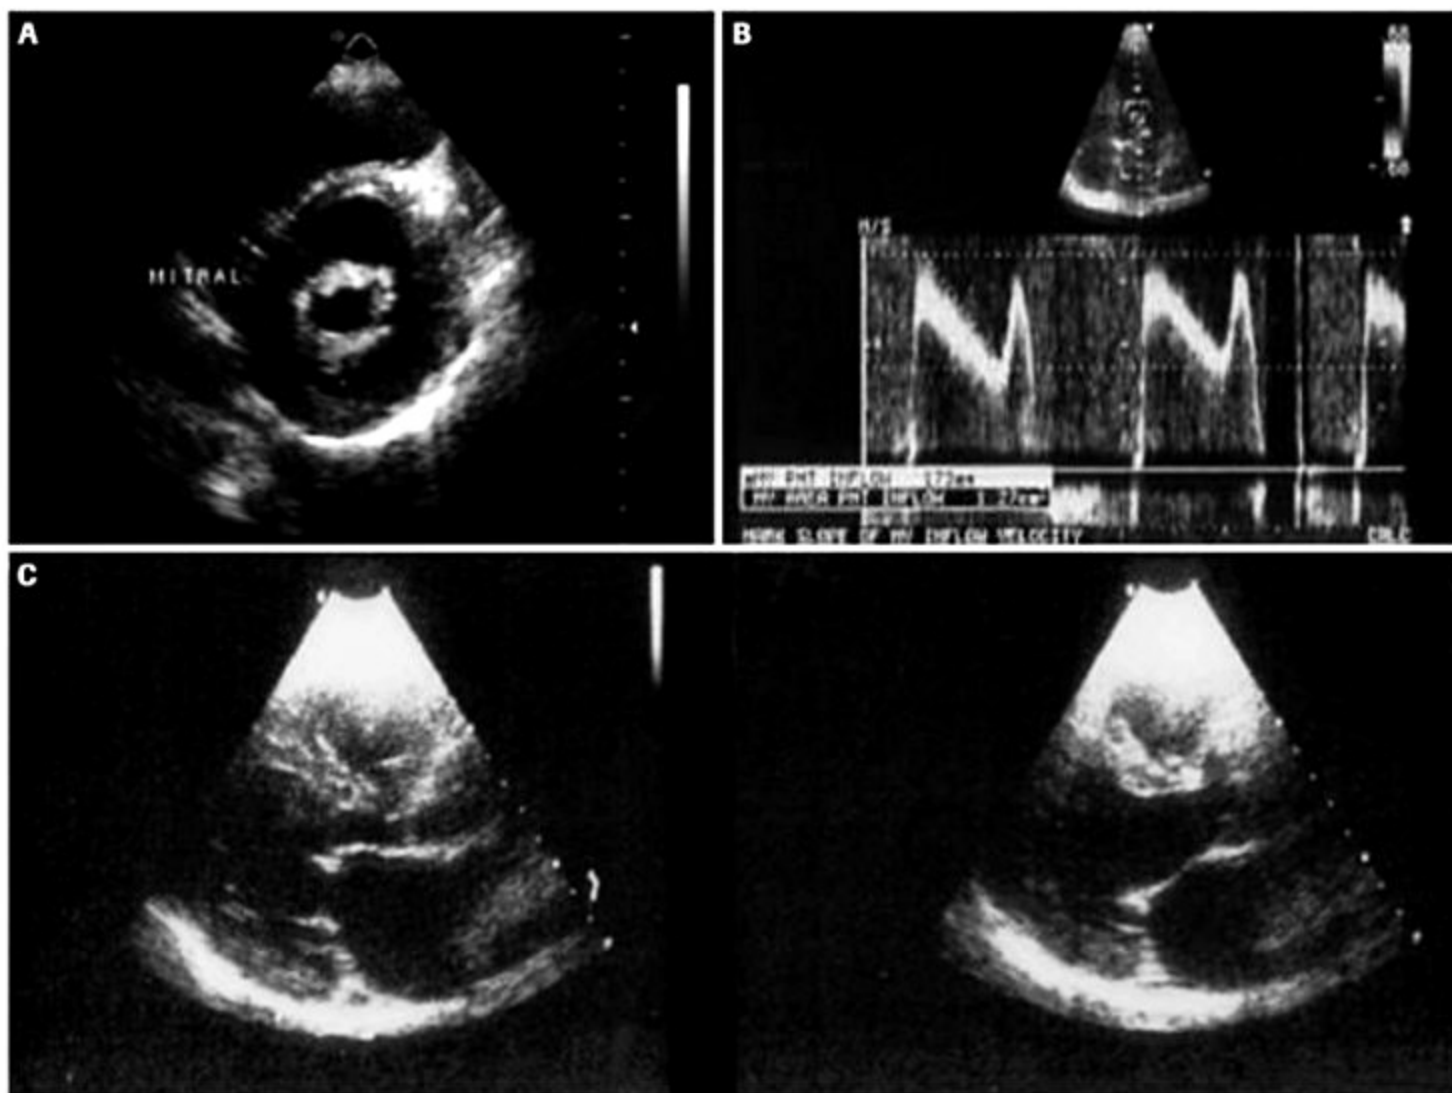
Ecocardiograma (ECO) na estenose mitral importante. Aspecto da válvula mitral estenótica ao ECO: imagem tipo "olho de peixe" e cálculo da área por planimetria, abertura valvar em *domus* e Doppler transmitral com cálculo do *pressure half time* que permite estimativa da área mitral.
